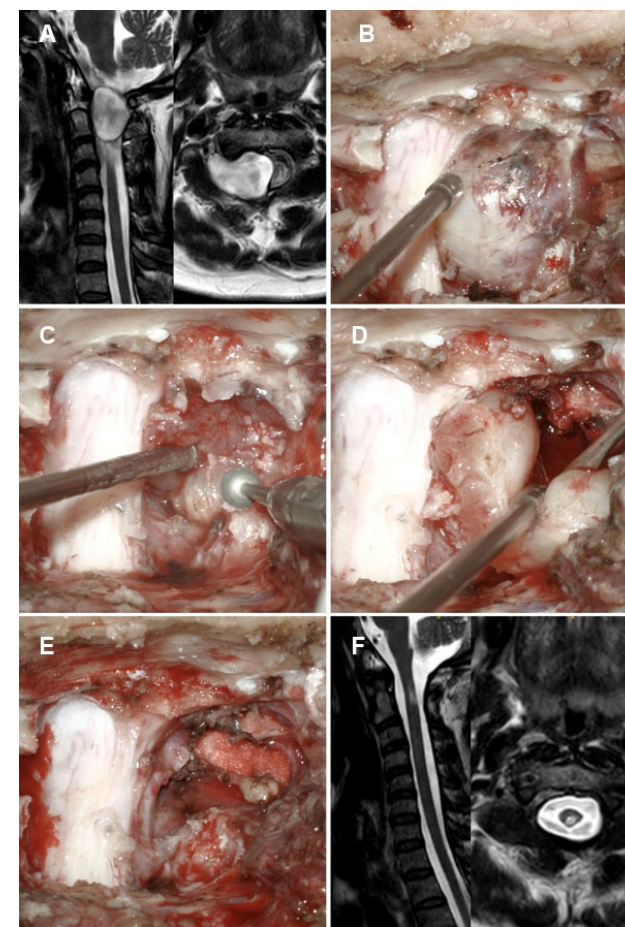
Tumor extradural C1-C2, schwannoma. A) RM prequirúrgica. B-E) Hallazgos intraoperatorios. F) RM postquirúrgica.
